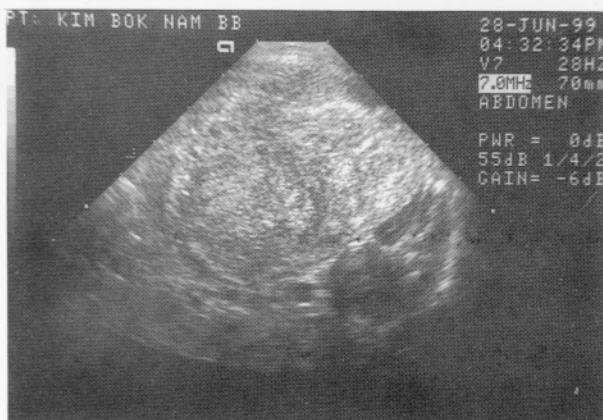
Prenatal ultrasonography shows a 5x6cm sized echogenic mass in left kidney. The fetus was at 32 weeks' gestation.
